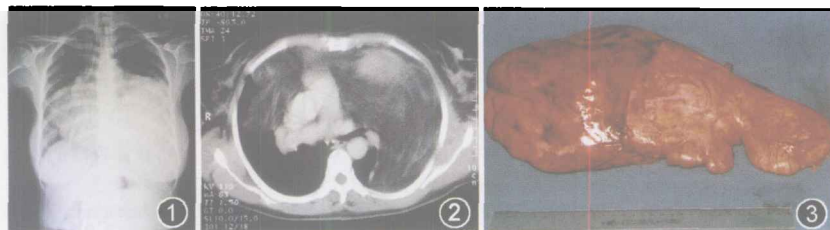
左肺中下野、右肺中下野中内侧带均匀致密阴影 图2 胸部CT图像, 前纵隔有一巨大混杂密度区, 并向双肺突出, 密度不均, 可见略强化软组织密度区, 延时扫描无变化, CT值-79~55.4 HU 图3 切除肿瘤组织呈分叶状, 包膜完整
